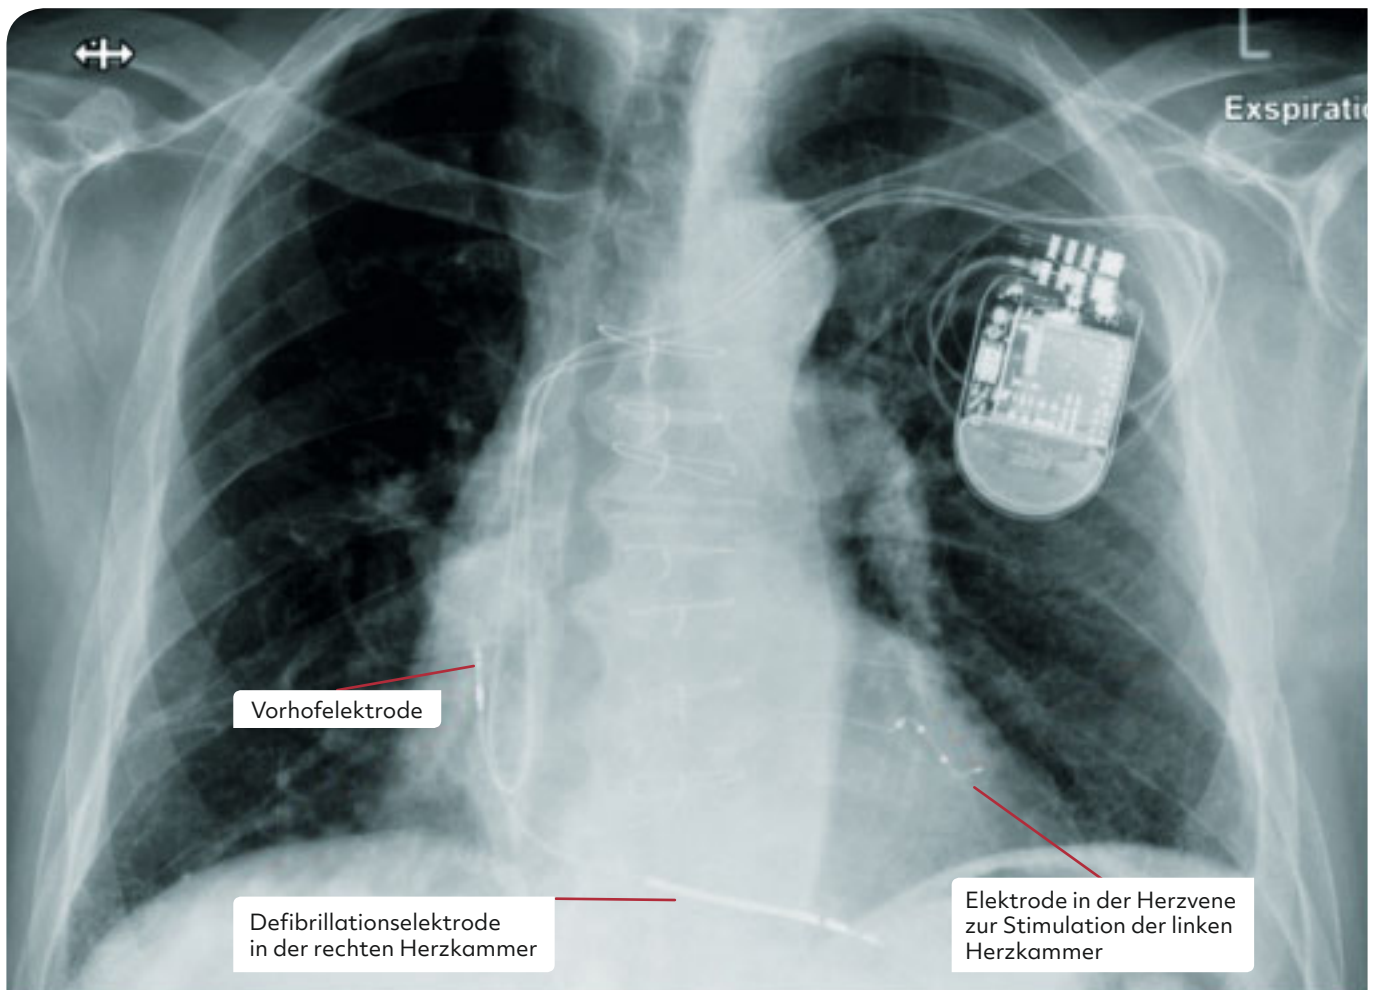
Röntgenbild eines implantierten CRT-Systems.
